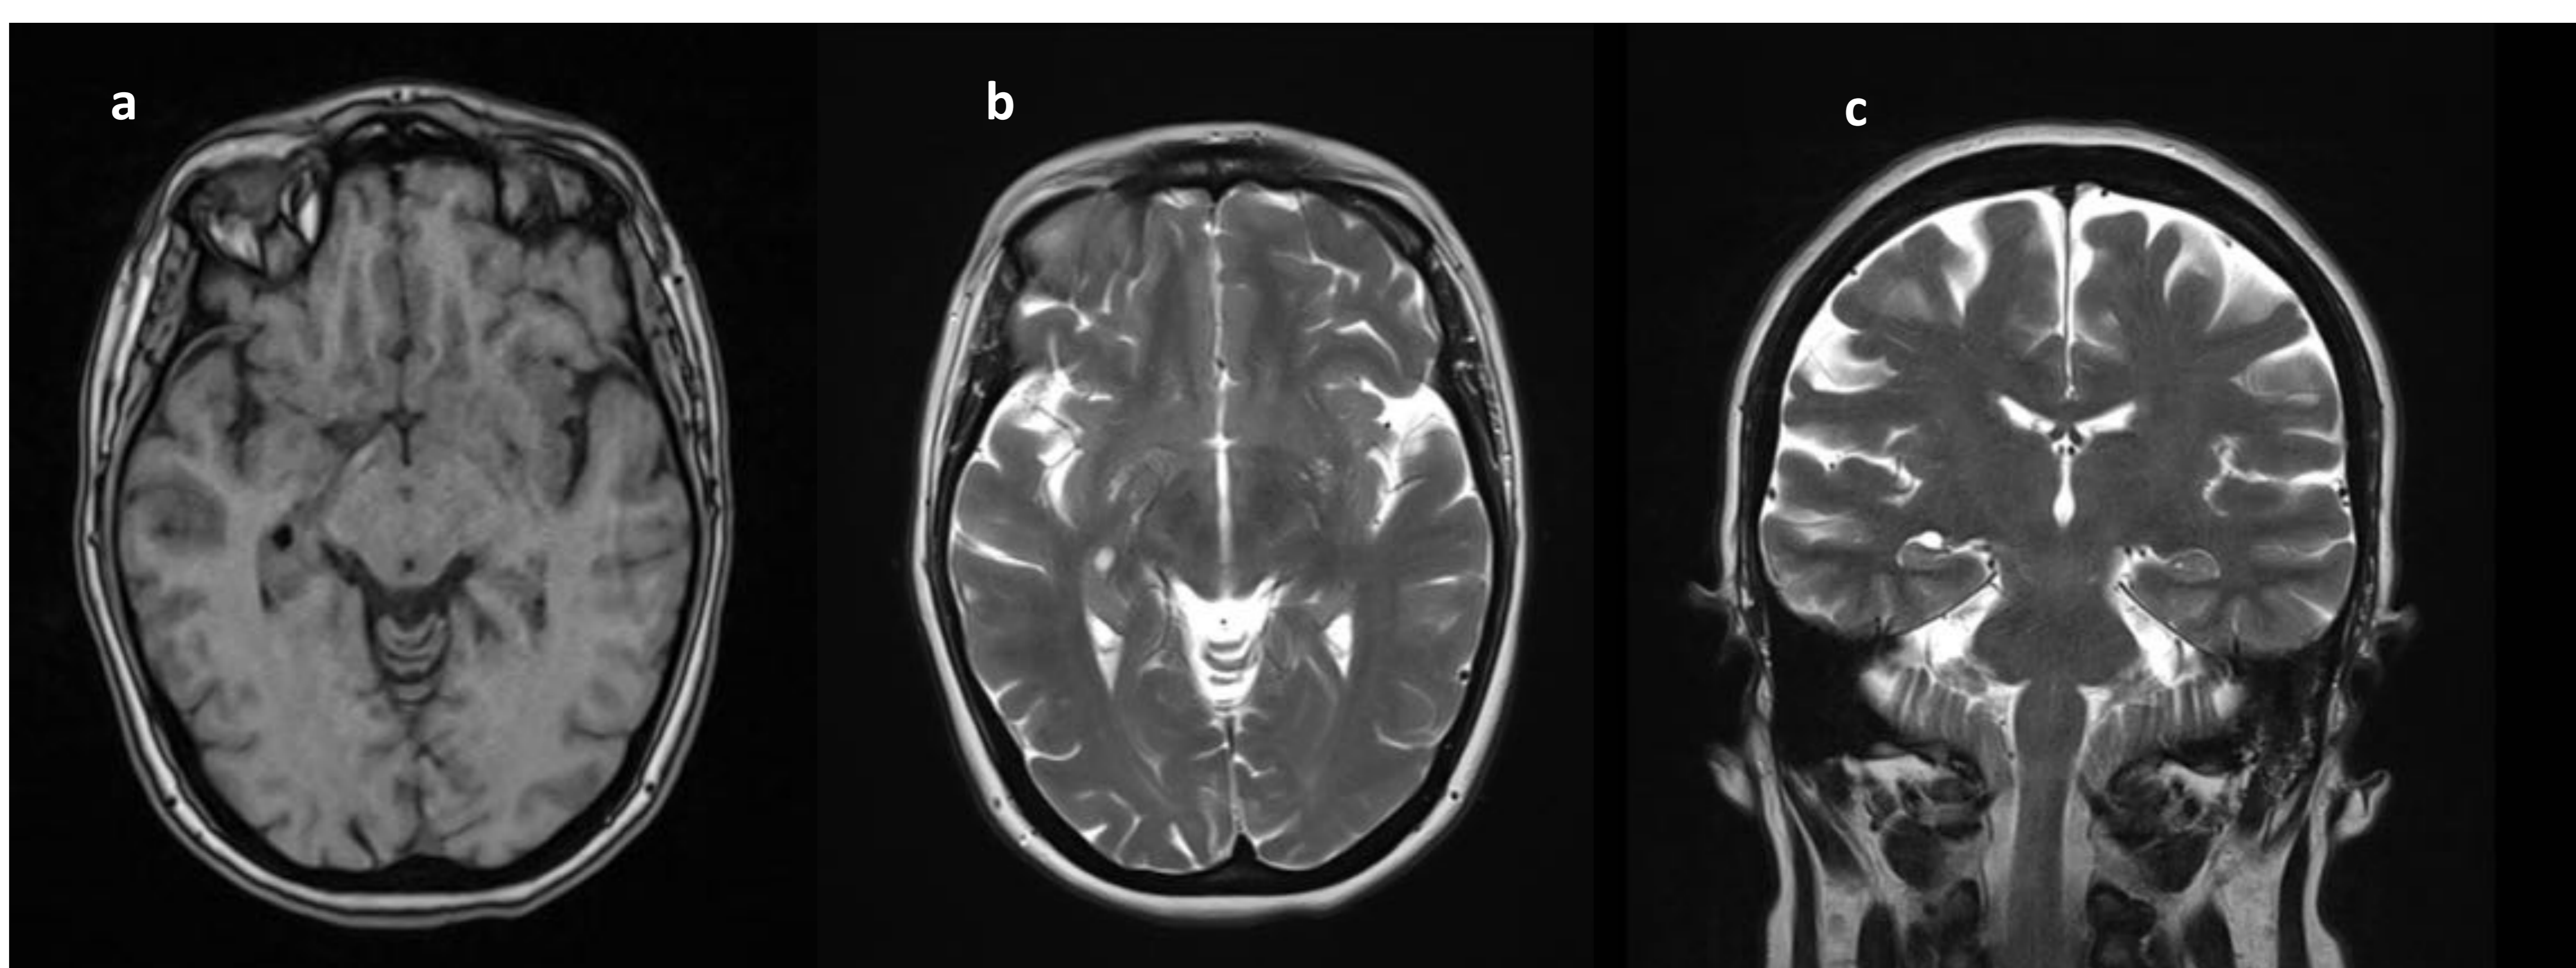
Cortes axiales de RM en T1 (a) y T2 (b) y corte coronal de RM en T2 (c). Se observa una lesión bien delimitada de naturaleza quística, localizada en la cisura coroidea derecha. Según su etiología podría tratarse de un quiste aracnoideo o bien de un quiste neuroglial, pero por su típica localización, adquiere el nombre de quiste de la cisura coroidea. El diagnóstico diferencial debe hacerse, en el caso de quistes de gran tamaño, con la hipoplasia del lóbulo temporal.
